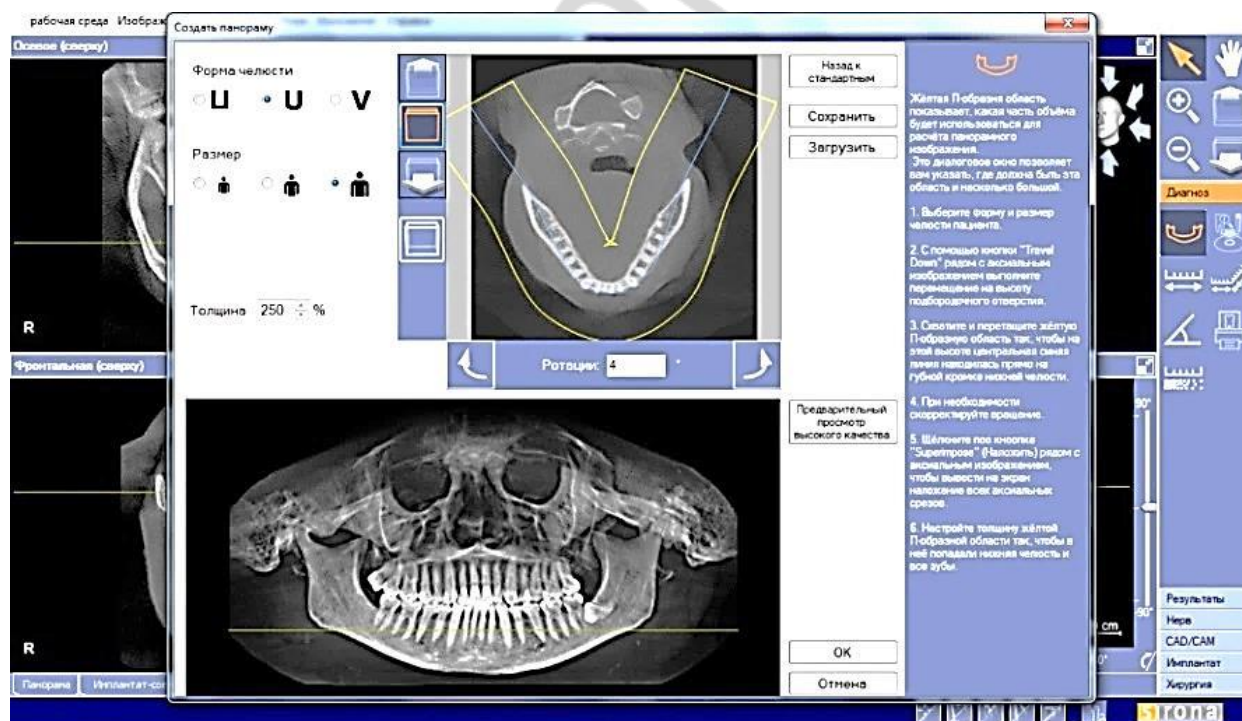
Построение панорамной томограммы с подбором шаблона, соответствующего форме и размеру челюсти
